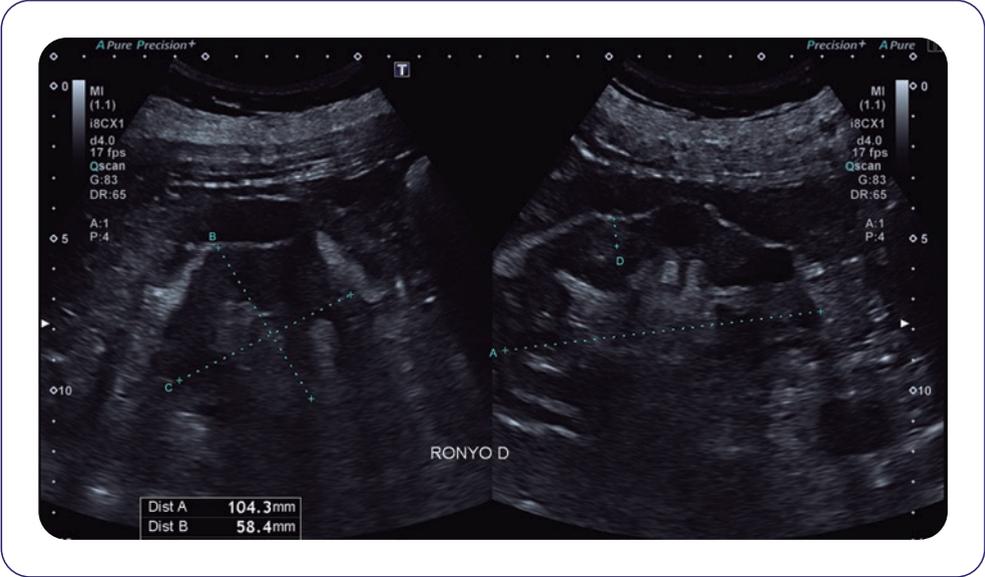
Ecografía urológica que muestra hidronefrosis con dilatación ureteral bilateral.
